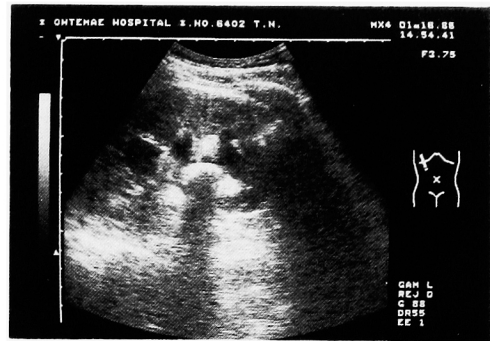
Ultrasonography of case 7 demonstrates calculi in renal pelvis and middle calyx
